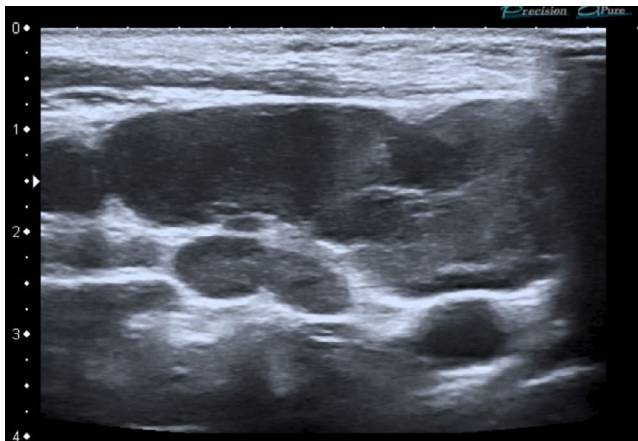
Ecografía de cuello: adenopatía con contenido con ecogenicidad heterogénea y vascularización hilar normal en doppler, sin signos ecográficos de sobreinfección ni necrosis.
